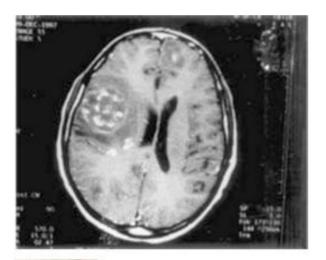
5 Absceso cerebral ameblano: Imagen por resonancia magnética axial postgadolinlo ponderada en T1 que muestra un absceso con edema y efecto de masa en el lóbulo frontal derecho.
